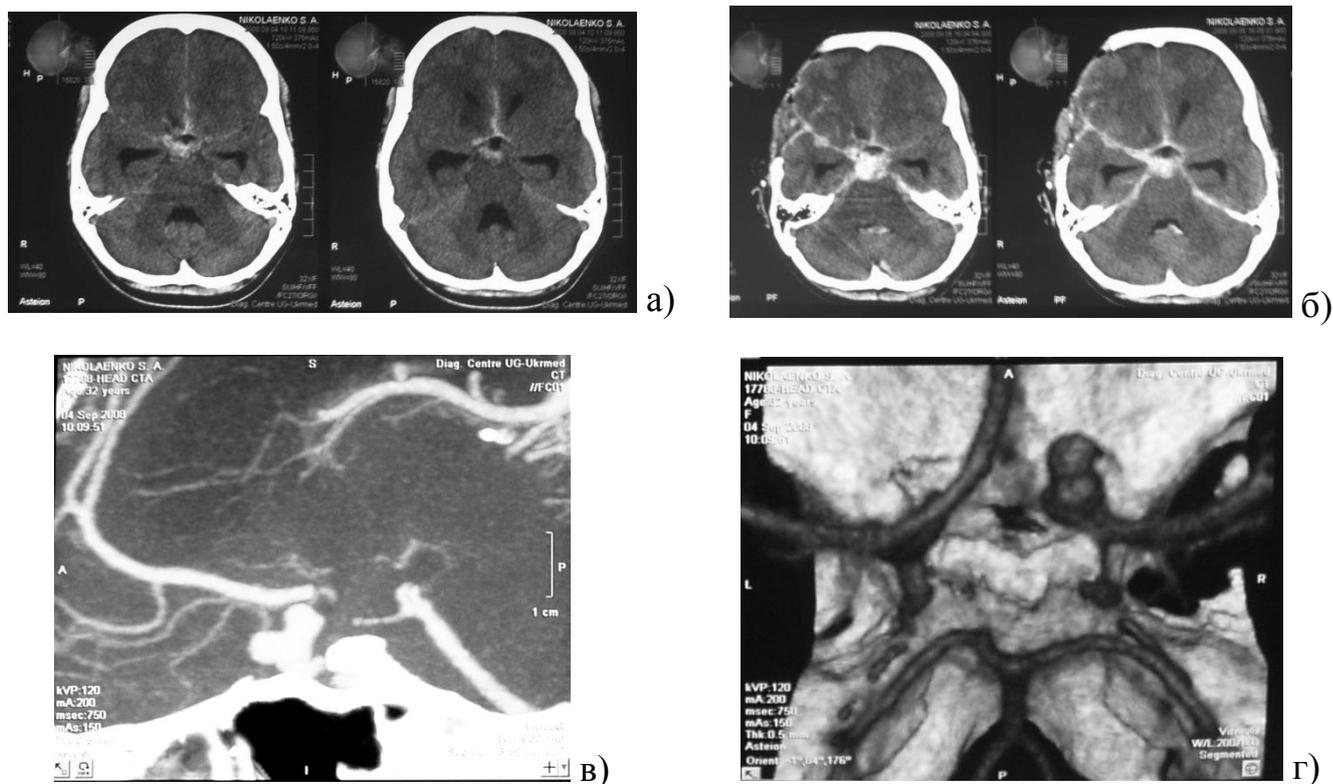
Ангиограммы и компьютерные томограммы больной Н., 32 лет, с развившимся неконтактным ИОР. а) КТ при поступлении, б) КТ после оперативного вмешательства, в) КТ ангиография, г) КТ ангиография – 3D реконструкция.
